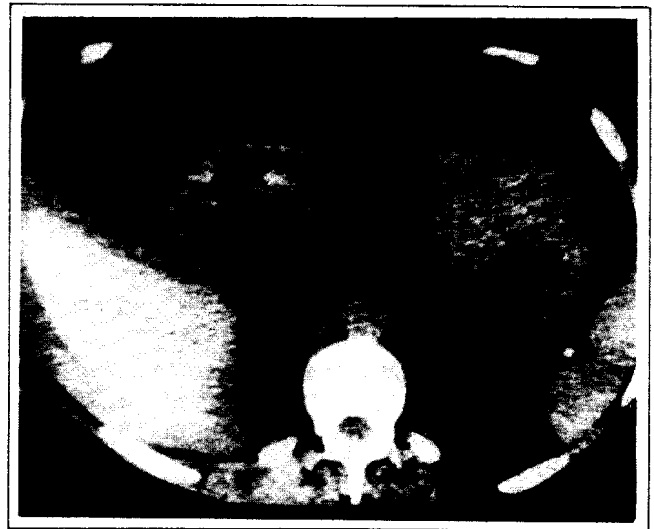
Tomografía axial computarizada de abdomen que muestra masa redondeada en área esplénica (*) correspondiendo al hematoma organizado.
